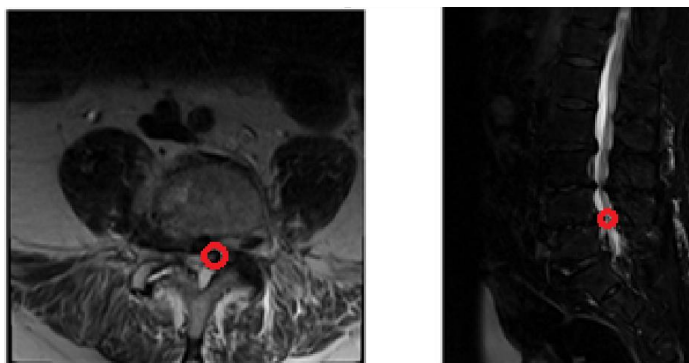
Приклади зрізів МРТ-зображень та аномалій поперекової зони хребта. Ліворуч: Тяжка стадія лівого субартикулярного стенозу хребця L4/L5 аксіальної площини зрізу 34. Праворуч: Тяжка стадія стенозу хребетного каналу сагітальної площини зрізу 10 [38]
